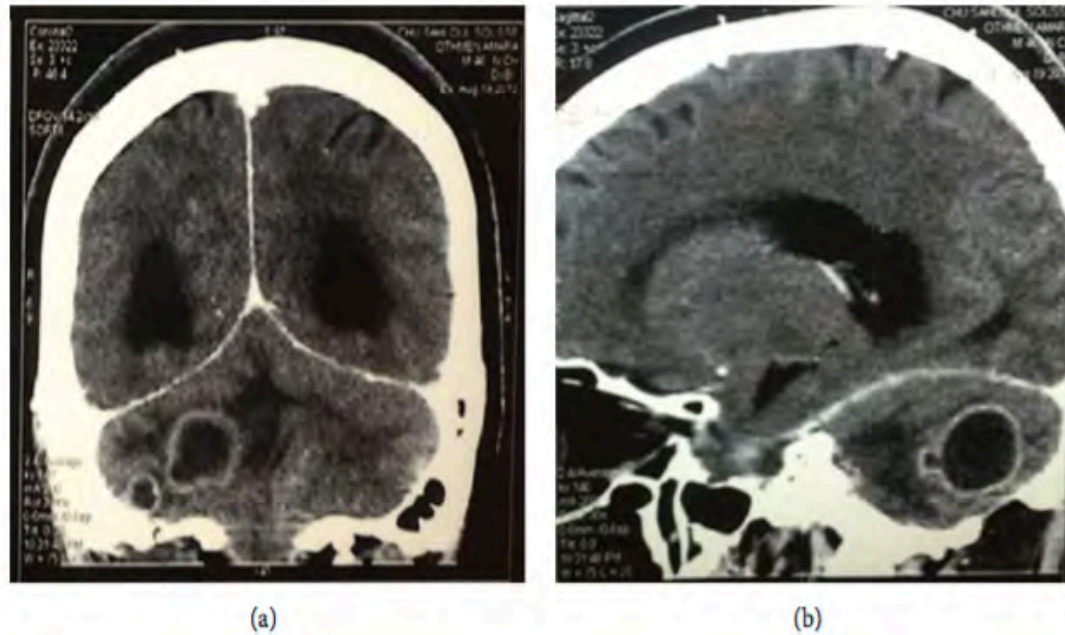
Computed tomography scan: coronal (a) and sagittal (b) views showing 3 cerebellar ring-enhancing mass lesions.³⁵
